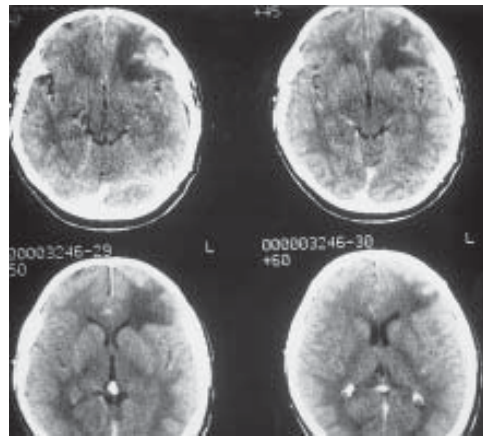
TC evidenciando presença de lesão hipodensa na substância branca do lobo frontal esquerdo, que capta contraste, principalmente na sua base.
